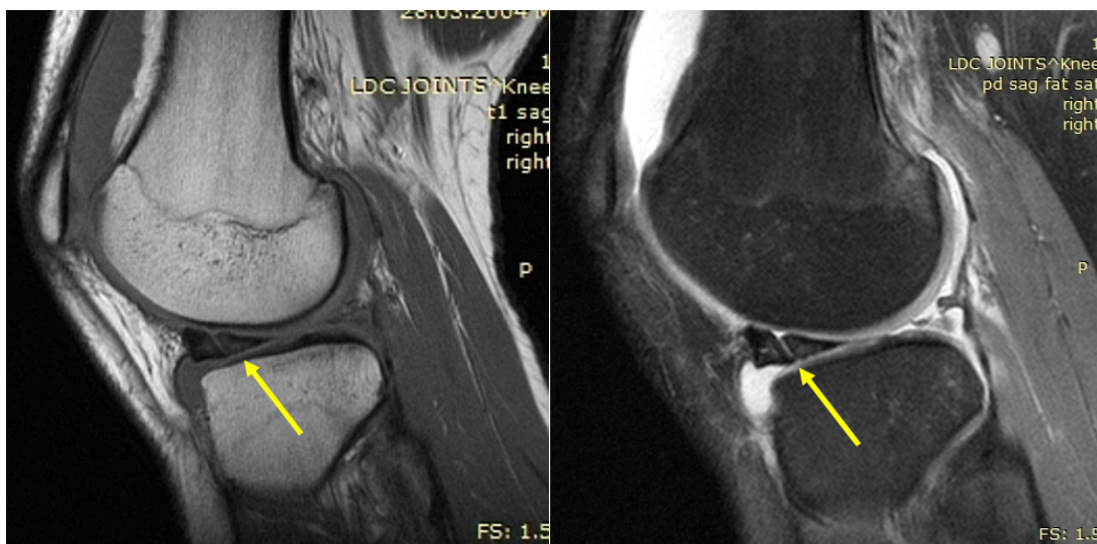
Магнитно-резонансная томограмма правого коленного сустава. Разрыв латерального мениска по типу «ручки лейки»: задний рог латерального мениска смещен в передний отдел.
